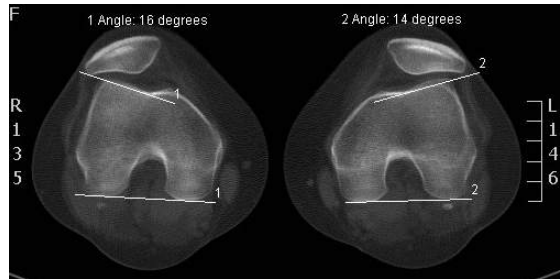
Imagem TC da medição do ângulo da vertente externa/côndilos.
